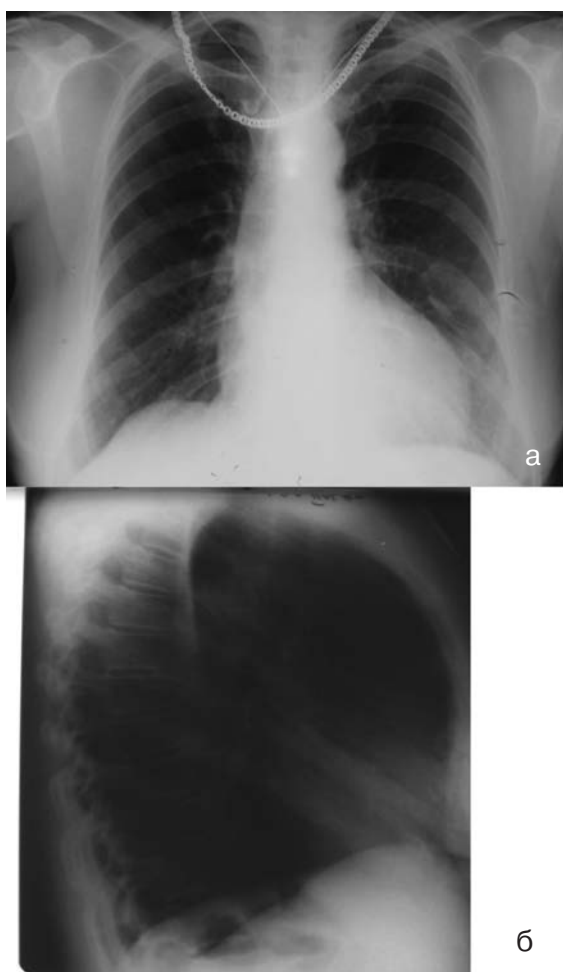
(а,б). Рентгенограмма органов грудной клетки в прямой(а) и правой боковой проекции(б) — частичная релаксация переднего отдела купола диафрагмы справа.
